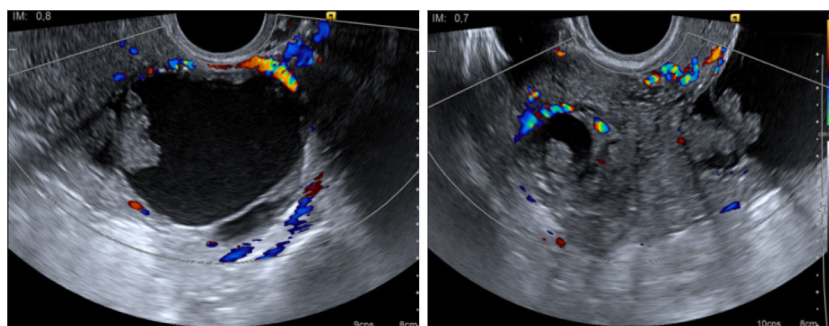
Ecografía transvaginal con los hallazgos descritos.
